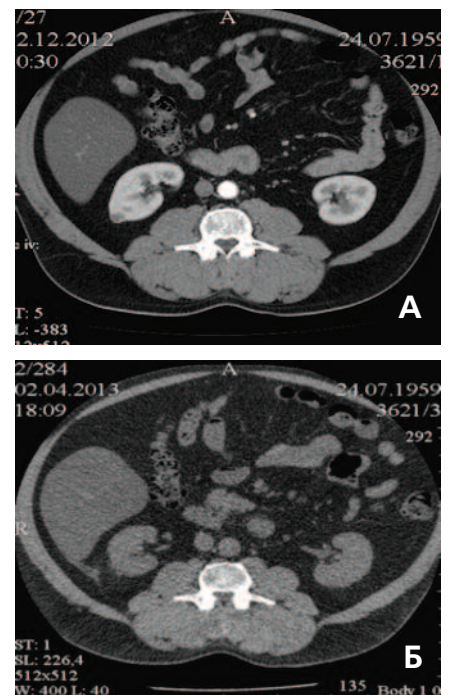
КТ объемного образования на задне-латеральной поверхности правой почки: А — до операции; Б — через 4 мес. после операции
